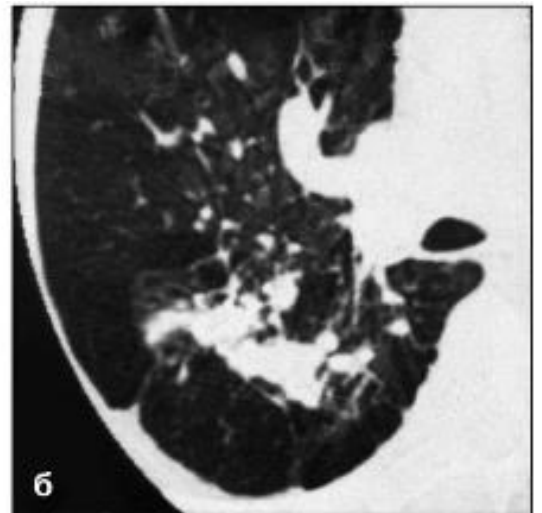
Рентгенограма у прямій проекції (а) та фрагмент комп'ютерної томограми (б). Пневмоконіоз
